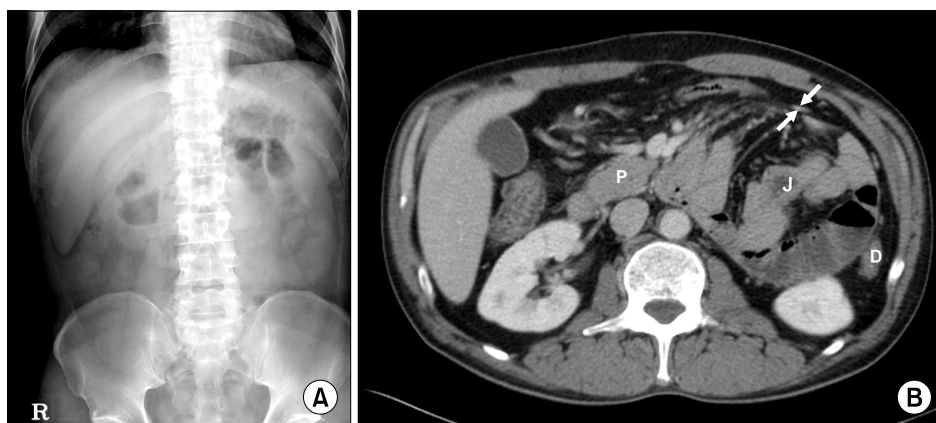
Radiologic findings of paraduodenal hernia. (A) Abdomen plain radiograph demonstrates a mass-like density and mild dilated small bowel loops in left upper abdomen. (B) Contrast-enhanced axial CT scan of the upper abdomen shows a sac-like mass of aggregated jejunal loops between the pancreatic head and descending colon. The inferior mesenteric vein (arrows) is located at the anterior border of the encapsulated jejunal loops. J: jejunal loops, P: Pancreatic head, D: descending colon.
